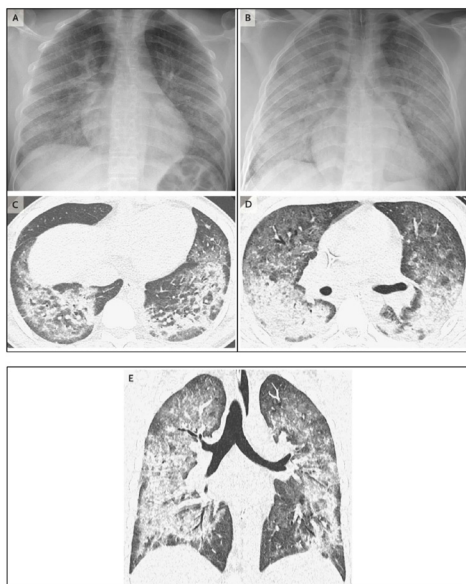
Tomografía de paciente de 17 años de edad que muestra afectación pulmonar probablemente asociada a uso de cigarrillo electrónico. Reproducido de: Layden JE et al. NEJM.
